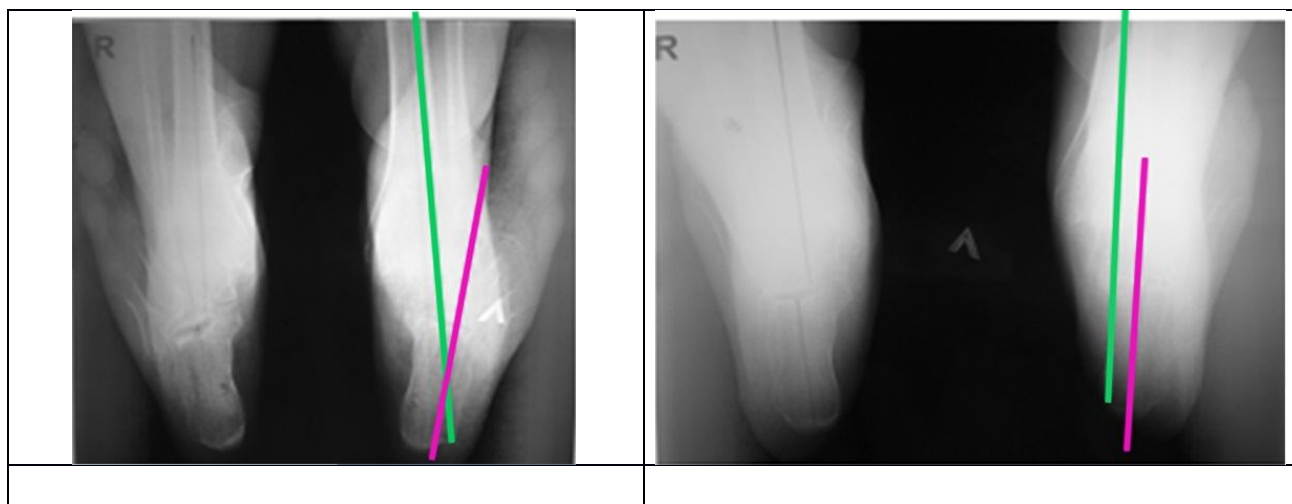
Аксиальный снимок пяточной кости одного и того же пациента: а – рентгенограмма, выполненная без нагрузки; б – рентгенограмма, выполненная с нагрузкой
